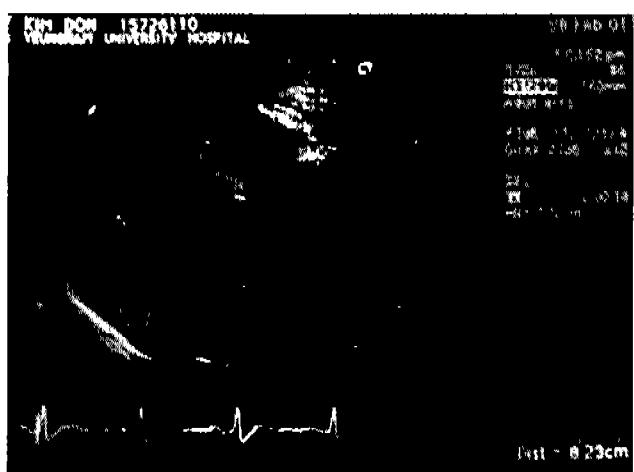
Preoperative echocardiogram. About 83mm sized ascending aortic diameter is measured.
